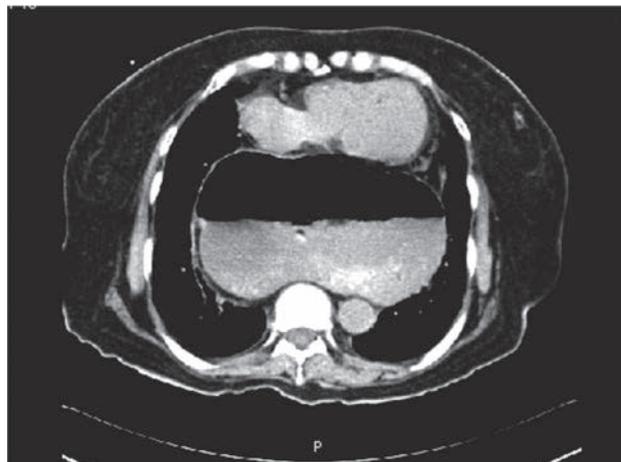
Tomografía computada de tórax, ventana para mediastino en la que se observa la cavidad gástrica con nivel hidroaéreo que comprime los órganos mediastinales.
